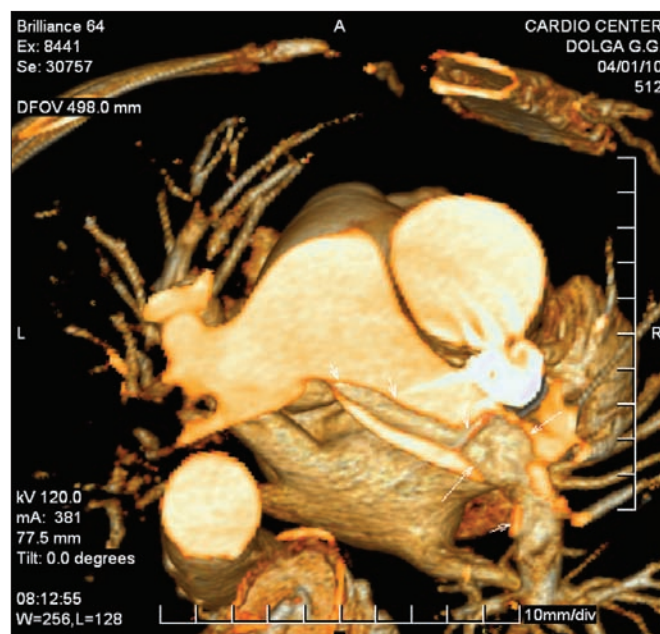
Компьютерная томография с контрастным усилением: тромбы в просвете сосудов (показано стрелками)
